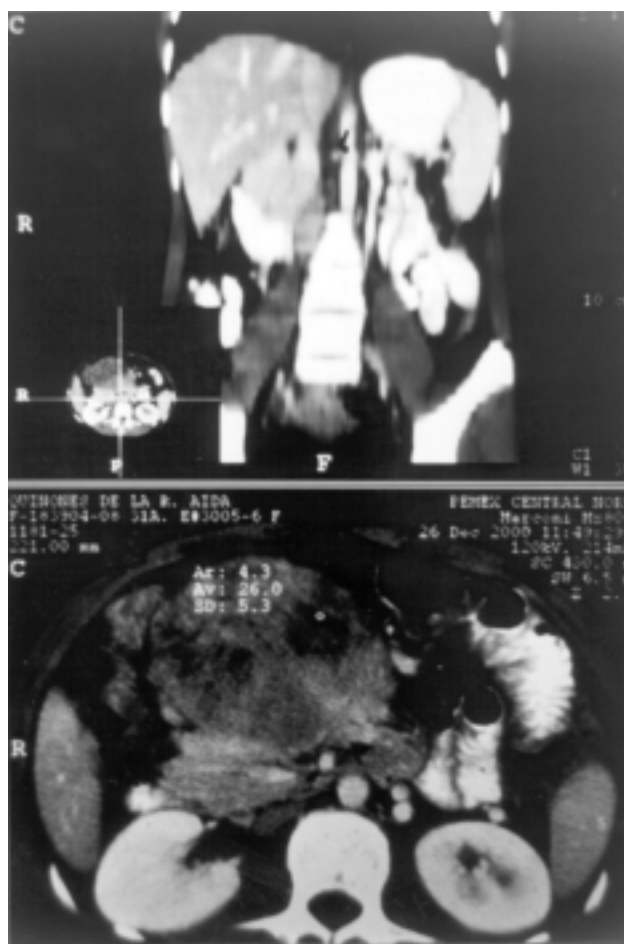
Placa inicial de la tomografía computada, en donde se hace evidente la masa tumoral retrogástrica.
